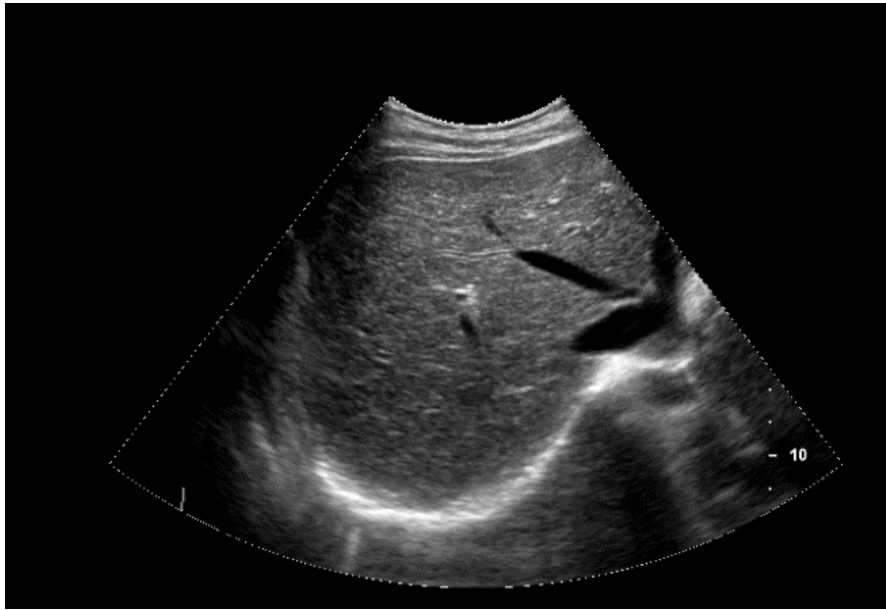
Immagine ecografica clinica di fegato*
